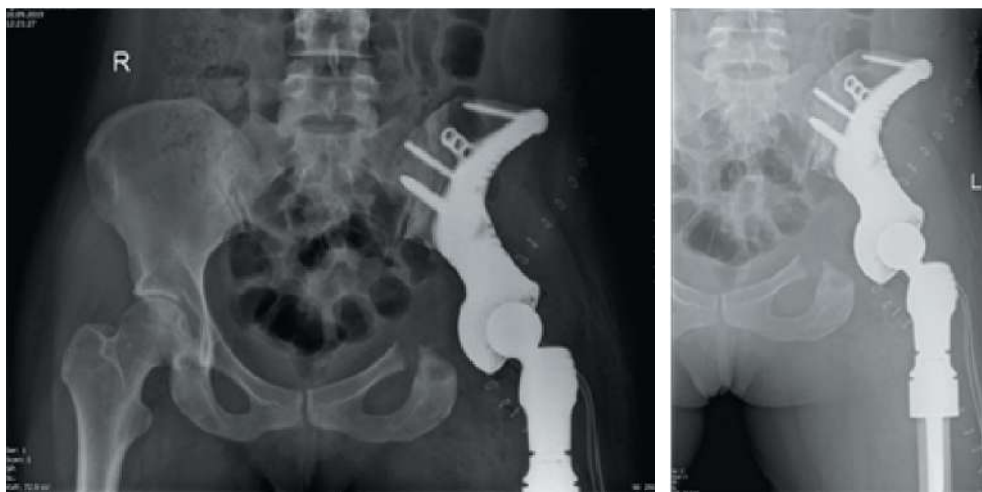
Рентгенологический контроль установки импланта после операции
